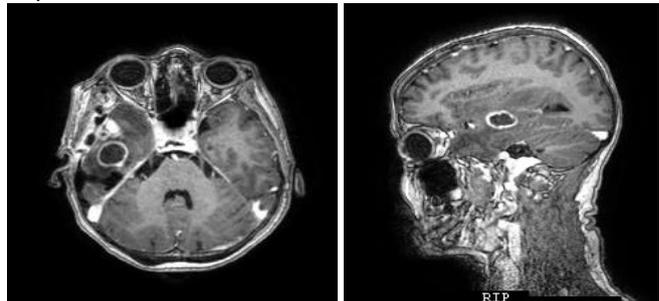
Ressonância Magnética após segunda abordagem cirúrgica evidenciando captação anelar do abscesso cerebral. A paciente não estava em uso de Sulfadiazina e Pirimetamina.
